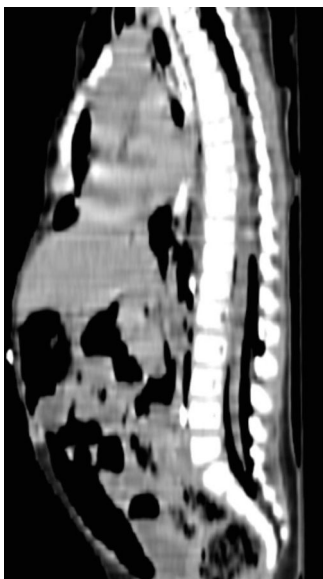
Corte sagital de TC en el que se aprecia la presencia de aire en el canal raquídeo en toda su longitud, disecando por completo las estructuras nerviosas.
